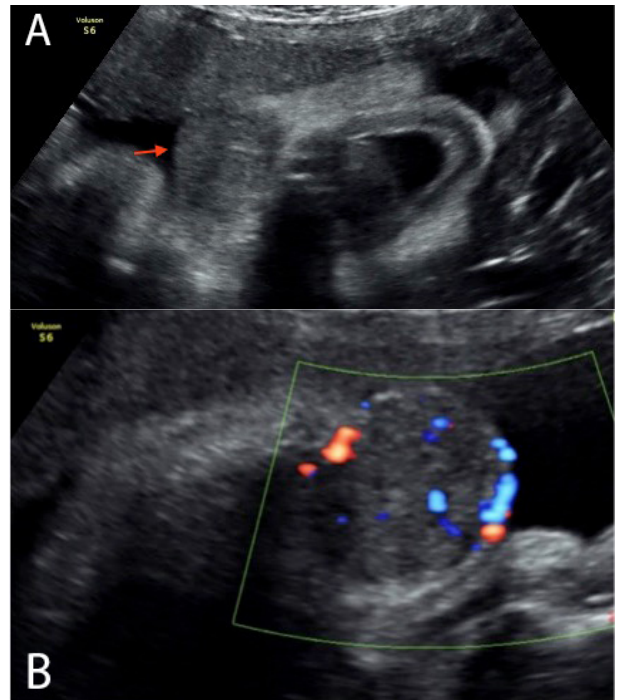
Corte coronal de cara fetal. Se observa un tumor cervical lateral derecho. B) Al Doppler color se observa escasa vascularización, predominantemente periférica.
